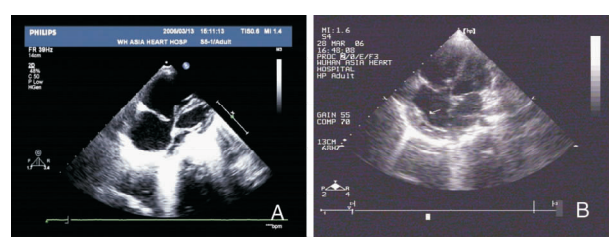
超声心动图 A:收缩期前瓣越过瓣环水平突向右房,与余瓣对合错位,关闭不良,三尖瓣附着点位置正常,右房、右室扩大;B:术后三尖瓣活动改善,心包腔内右房顶见稍强回声,厚0.7 cm。
